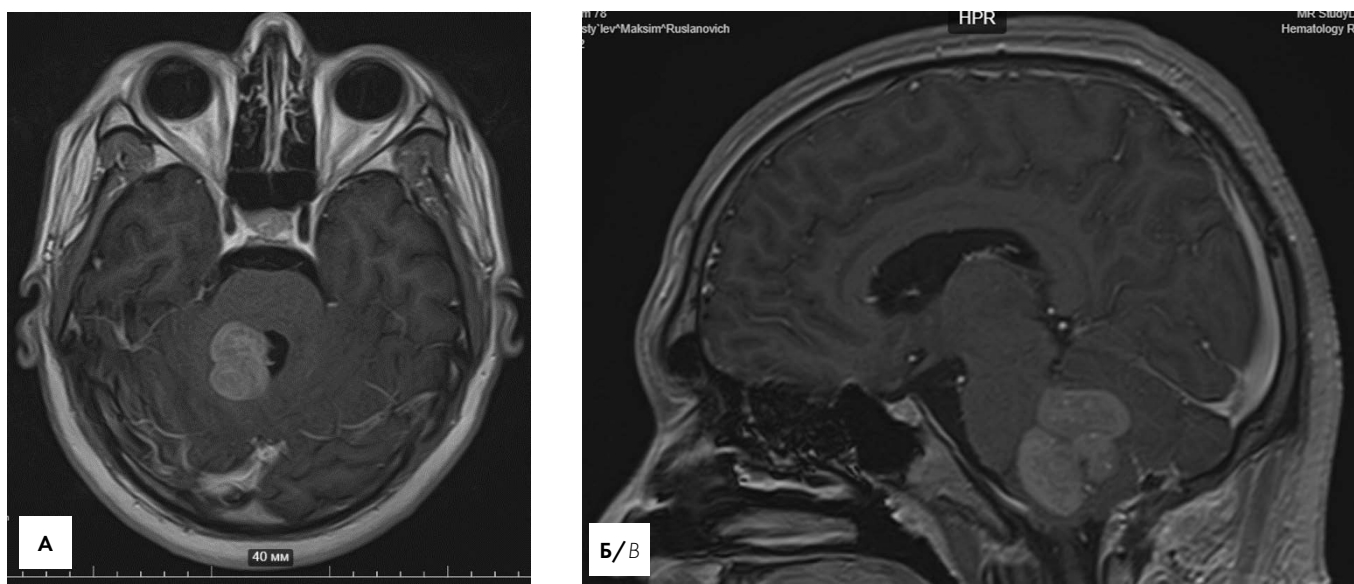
МР-томограммы, T1-ВИ с внутривенным контрастным усилением, аксиальная (А), сагиттальная (Б) проекции. На МР-томограммах визуализируется объемное новообразование, распространяющееся на правое полушарие мозжечка и ствол, сдавливающее полость четвертого желудочка
